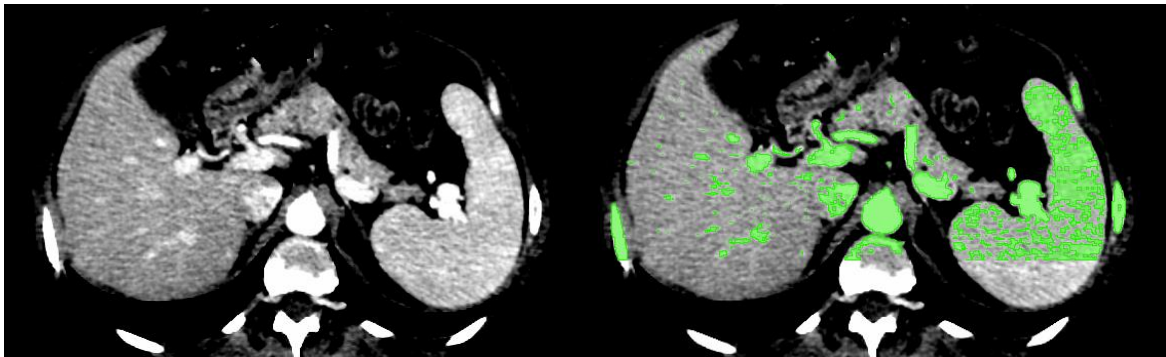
Coupe TDM de bon contraste.
